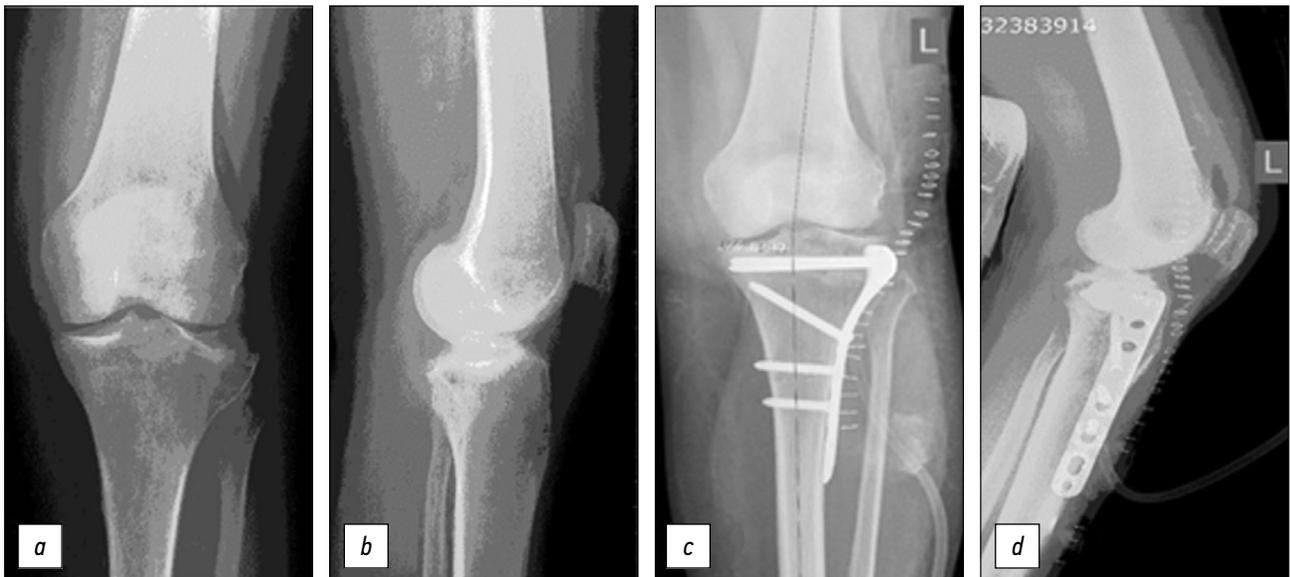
Рентгенограммы коленного сустава пациентки 65 лет: *a, b* — при поступлении: неправильно сросшийся перелом проксимального отдела левой большеберцовой кости. На рентгенограммах левого коленного сустава определялась вальгусная деформация с импрессией латерального мыщелка большеберцовой кости; *c, d* — выполнена внутрисуставная остеотомия задне-центрального отдела латерального мыщелка, репозиция выделенного при остеотомии костно-хрящевого фрагмента, замещение образовавшегося при элевации суставной поверхности костного дефекта аллотрансплантатом, фиксация LCP PTP. Восстановлена конгруэнтность суставной поверхности, деформация устранена
